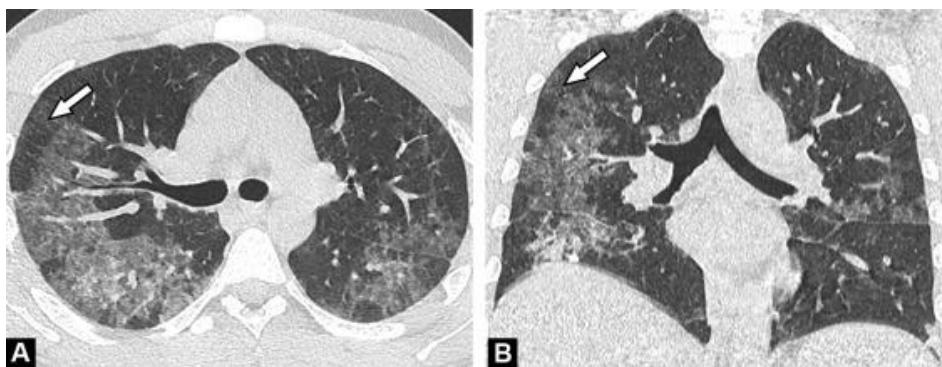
КТ ОГК 30-летнего мужчины, инфицированного *Pneumocystis Jiroveci* («carini»). Отмечаются двусторонние «матовые стекла» с преобладанием в правом лёгком (стрелки) как на
